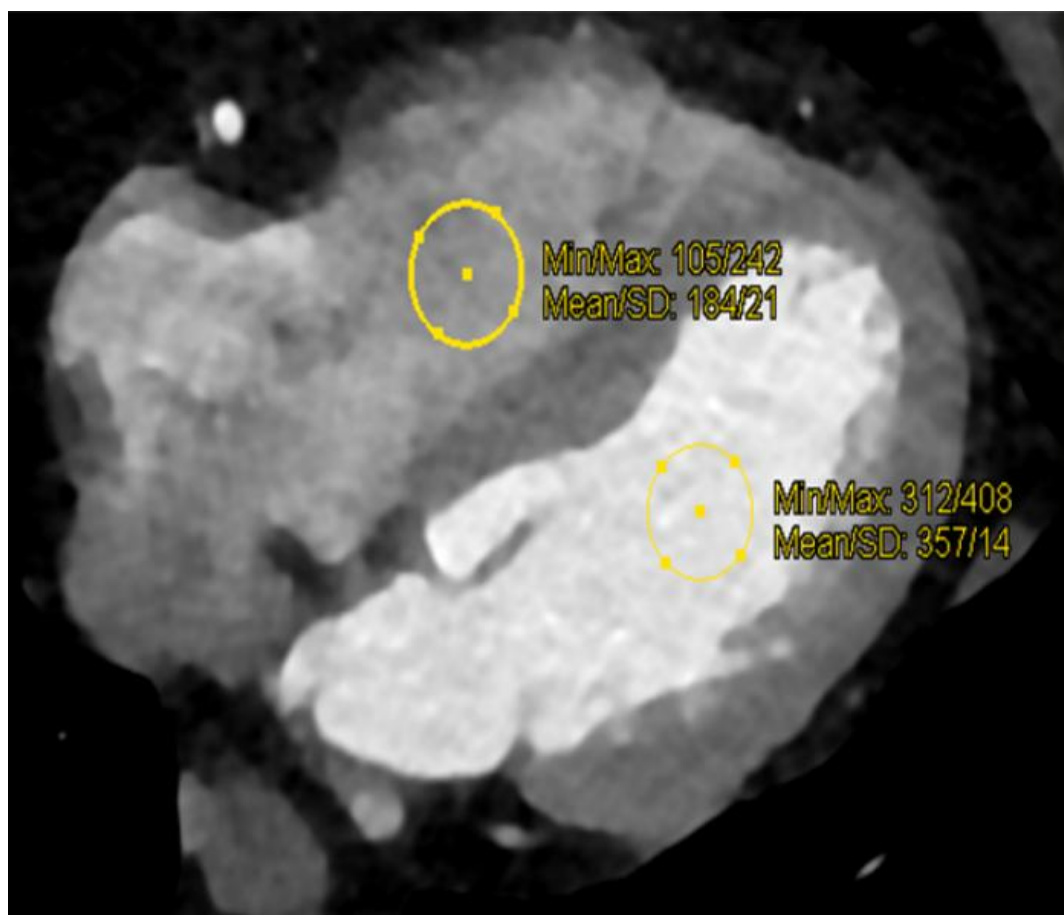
Эталонная компьютерная томография
